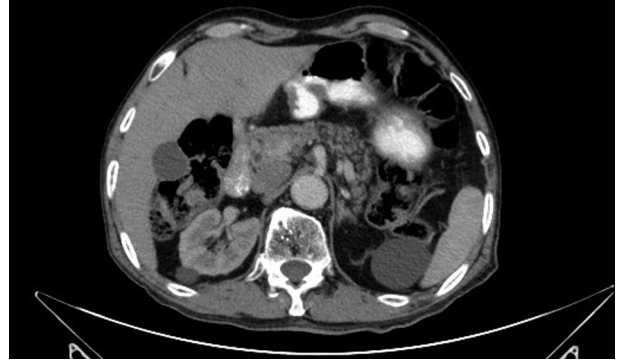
Aksiyel BT'de sağ böbrek ve psoas kası arasındaki kolonun interpozisyonu.
